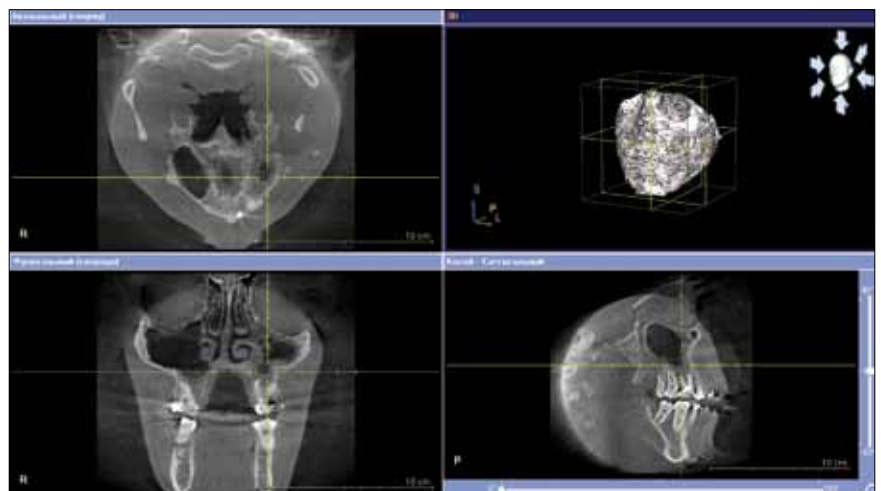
Картина периимплантита и левостороннего верхнечелюстного синусита по данным компьютерной томографии
